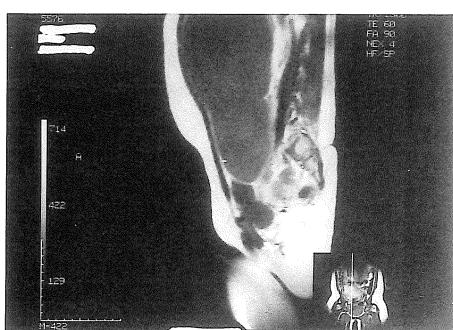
A sagittal T₂-weighted MRI (TR : 1300, TE : 60) also showing a huge tumor of homogeneously low signal intensity.
